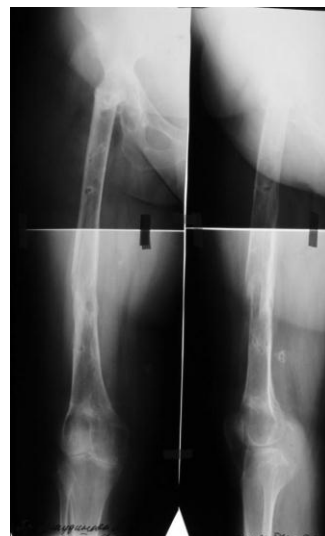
Рентгенограммы бедра больной А. после удлинения бедра.
